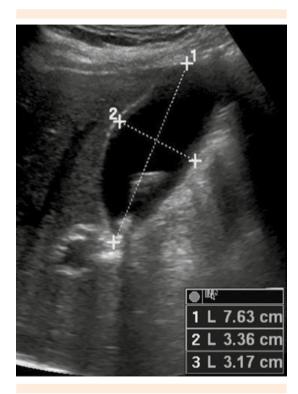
Ultrasonografía del hígado y de la vía biliar con hallazgos de litiasis vesicular no agudizada.
